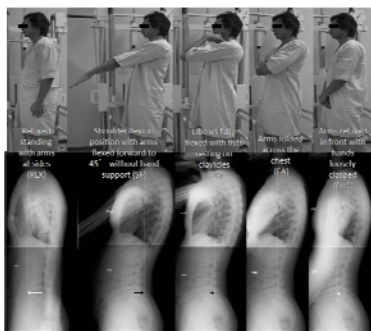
各種上肢肢位(上)とX線撮影におけるSVAの変化(下)
